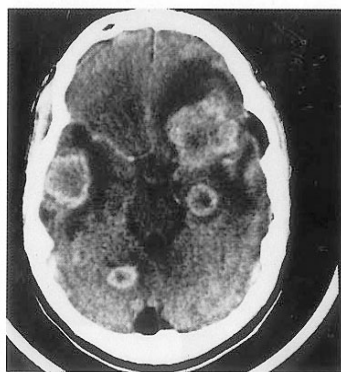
Cerebral toxoplasmosis. CT scan showing multiple ring-enhancing hypodense lesions, in the left frontotemporal, right temporal, right occipital and left uncus regions, with surrounding cerebral oedema. Toxoplasma encephalitis is the most common opportunistic infection of the central nervous system in patients with AIDS.
